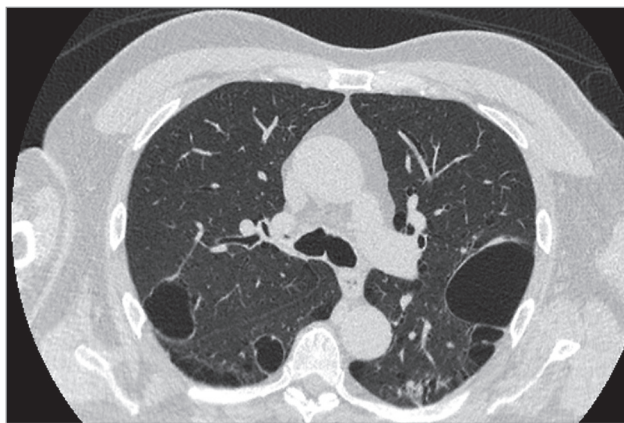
Мультифокальные буллы. Компьютерная томография грудной клетки в аксиальной проекции
